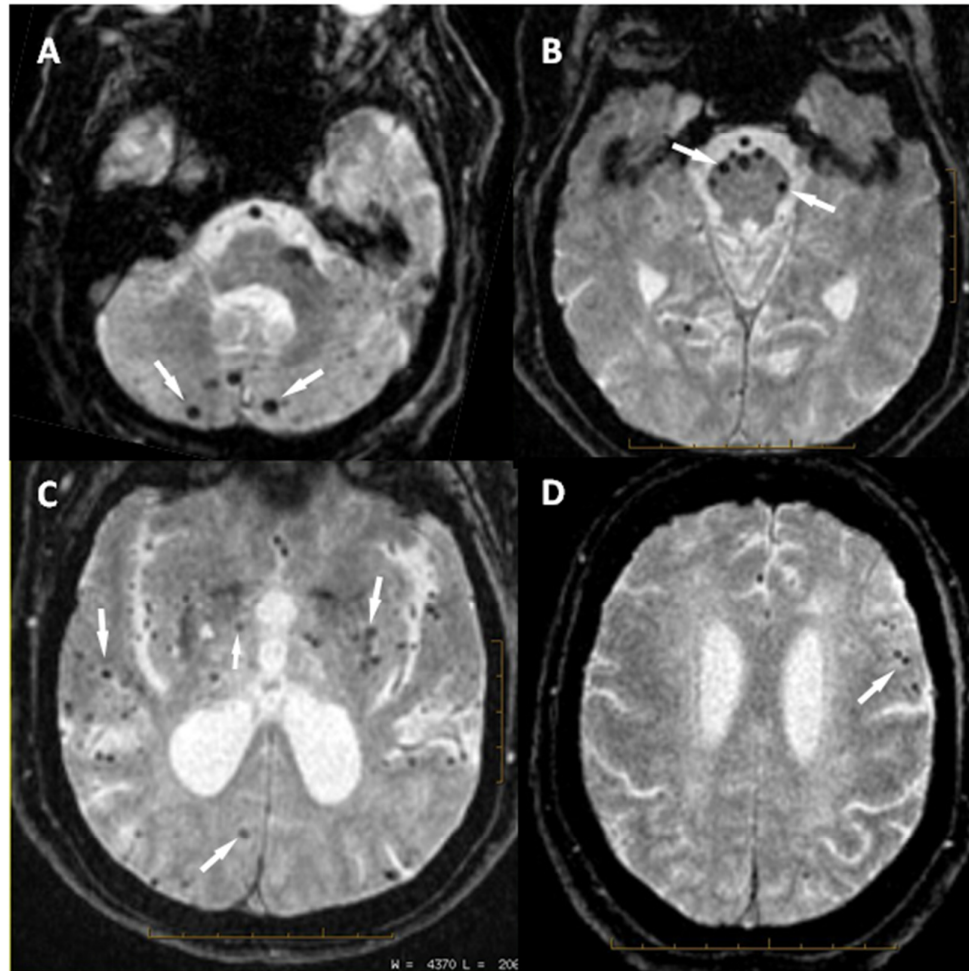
Secuencias de RM (T2\*GRE-EPI): las MHC pueden verse en el cerebelo (A), tronco (B), lóbulo temporal, occipital y GB (C) y lóbulo frontal (D)
